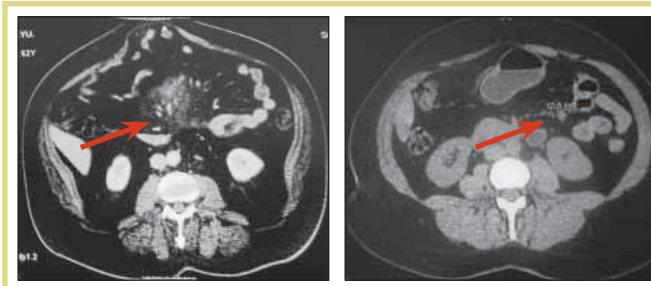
КТ органов брюшной полости; выявлены мягкотканые образования разного размера (от 5×4 до 10×7 см в поперечнике) и формы, соответствующие уплотненной жировой ткани
